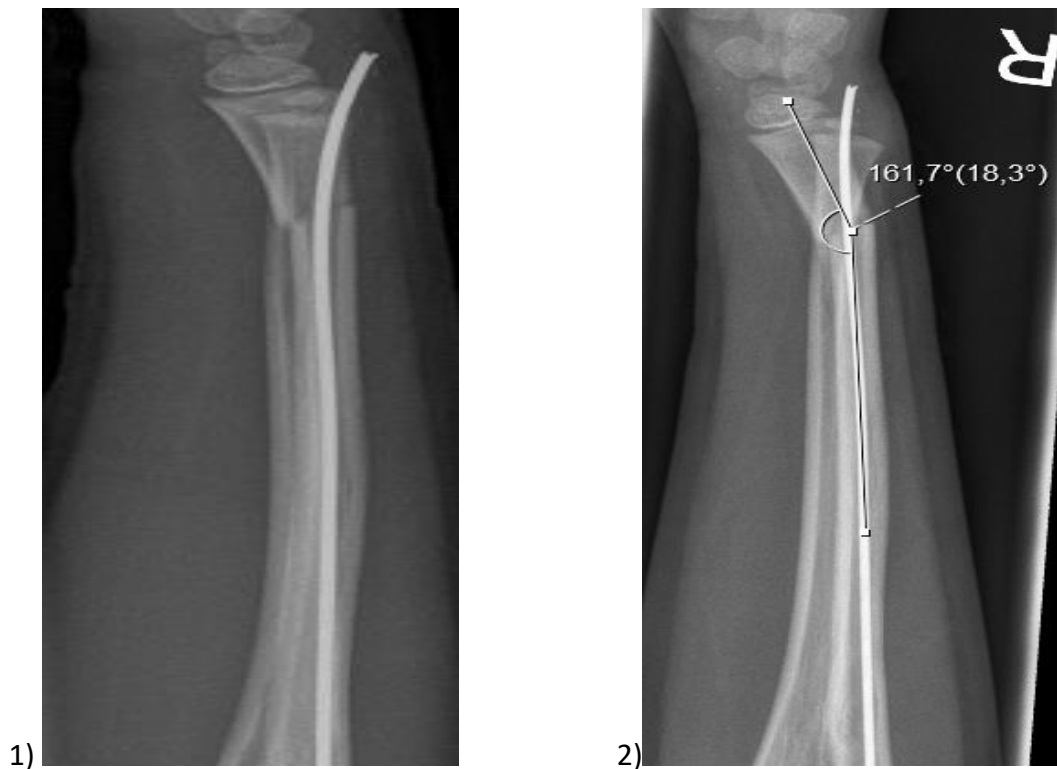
Sekundäre Dislokation nach ESIN Osteosynthese über das Tuberculum listeri bei einer dia-metaphysären Radiusfraktur bei einem 9-jährigen Patienten. 1) Röntgenaufnahme seitlich distaler Unterarm vom 1. post-operativen Tag, 2) sekundäre Dislokation am 5. post-operativen Tag. Röntgenaufnahme aus eigenem Patientengut.
